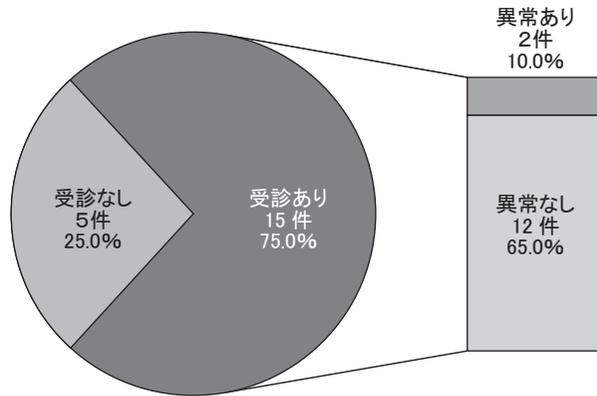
病院受診と画像所見 (CT, MRIを含む) 異常の有無 (n = 19)
